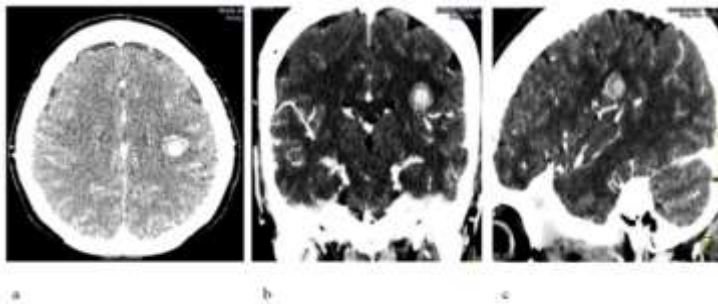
TAC de Cráneo Simple A (corte axial E/V), B (corte coronal E/V) , C (corte Sagital E/V)
